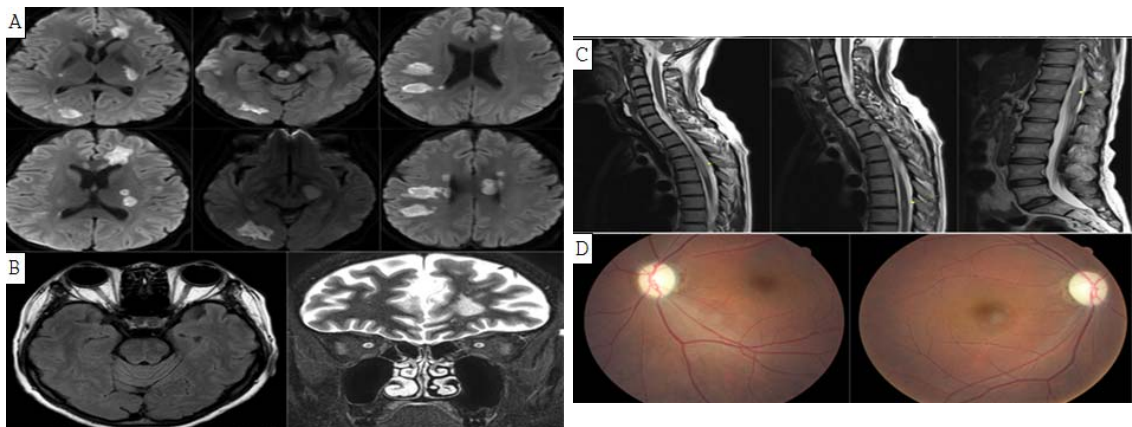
Brain magnetic resonance imaging (diffusion weighted imaging) (A), orbit brain magnetic resonance imaging (T2 weighted axial imaging, short tau inversion recovery coronal imaging) (B), whole spine magnetic resonance imaging (T2 weighted sagittal imaging) (C), fundus photo (both eye) (D).
